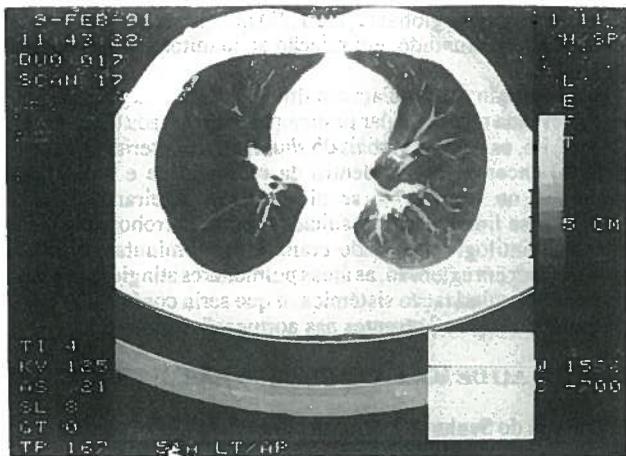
Corte da TAC torácica de J.D.S. na qual se pode reconhecer uma hipoplasia da rede vascular do hemitórax direito, no interior de um pulmão hipertransparente.
